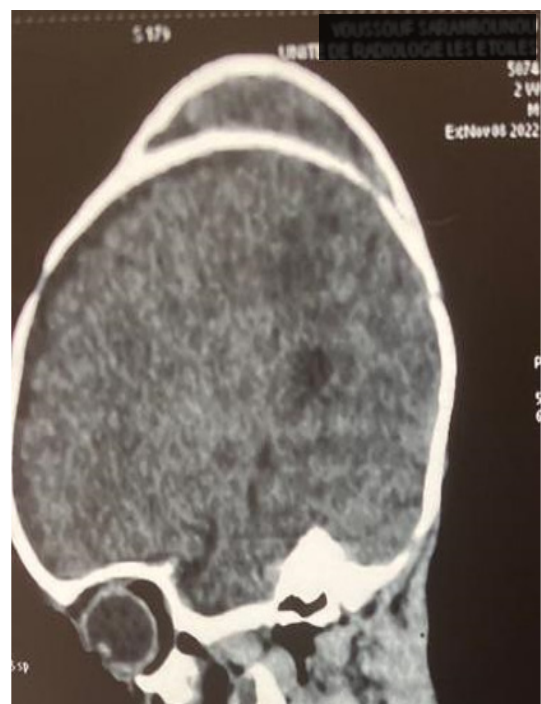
Cerebral CT sagittal section showing ossified cephalohaematoma
